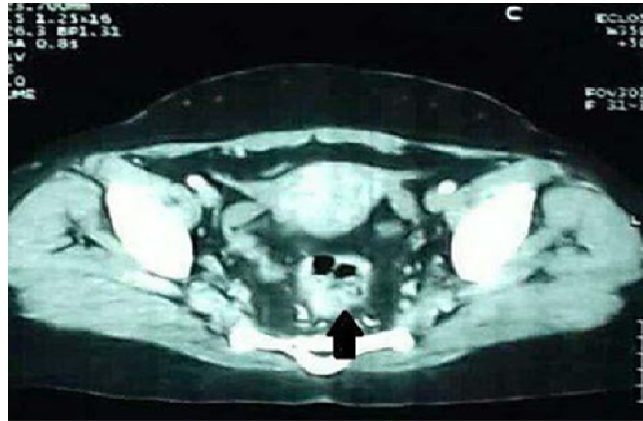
TDM d'un de nos patients montrant un épaississement pariétal du moyen rectum d'allure tumorale avec infiltration de la graisse périrectale.
